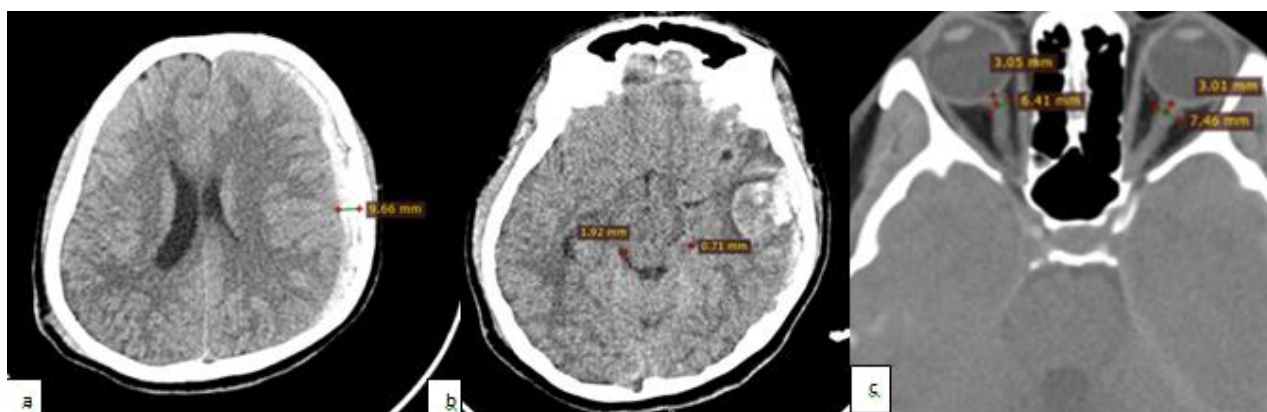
Измерения по КТ изображениям до операции а) субдуральная гематома толщиной 9,6мм слева б) сужение и деформация обводной цистерны в) увеличение ДЗН до 7,6мм слева
